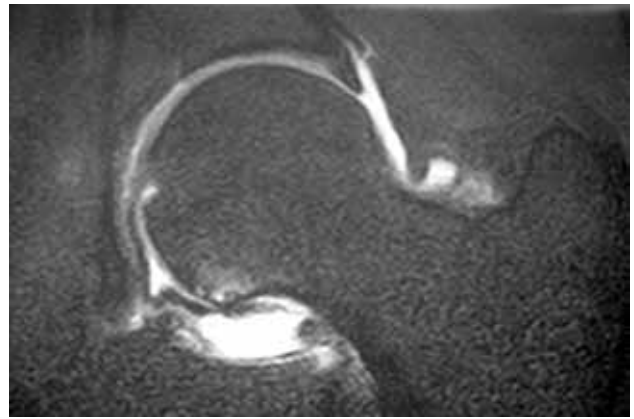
Artroresonancia, corte coronal. Lesión del Labrum.
